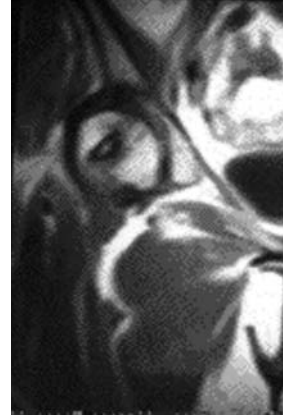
Şekil 3'teki hastanın cerrahi sonrası 12. aydaki radyografi ve MRG görüntüleri. Non-vaskülarize fibular greftleme uygulanan Ficat Evre 2A femur başı osteonekrotik lezyonda gerileme görülmemekte.
